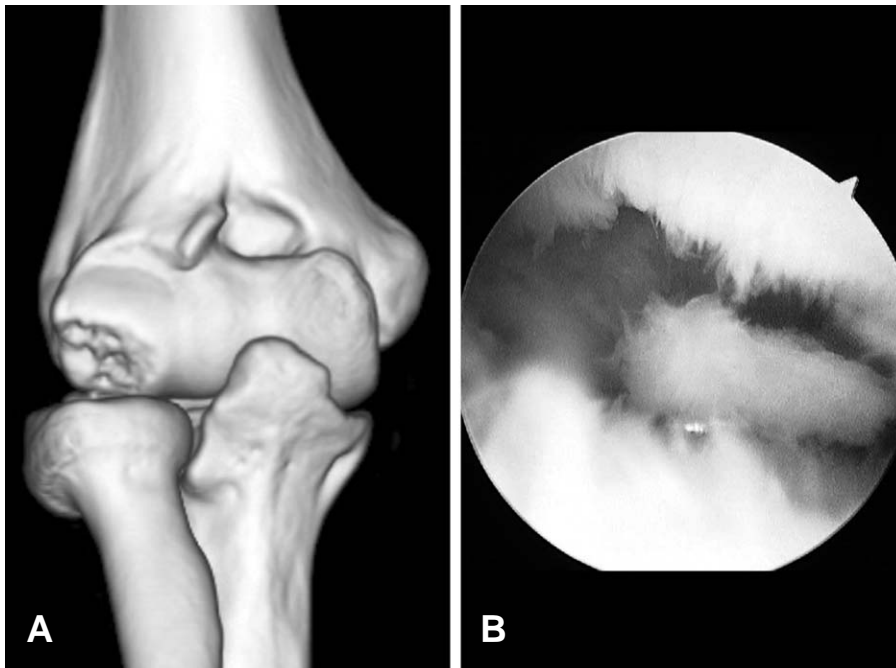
(A) 박리성 골연골염이 진행하여 소두에서 떨어져 있는 전산화 단층촬영 소견, (B) 전체 조각을 관절경을 이용하여 제거하는 모습.
